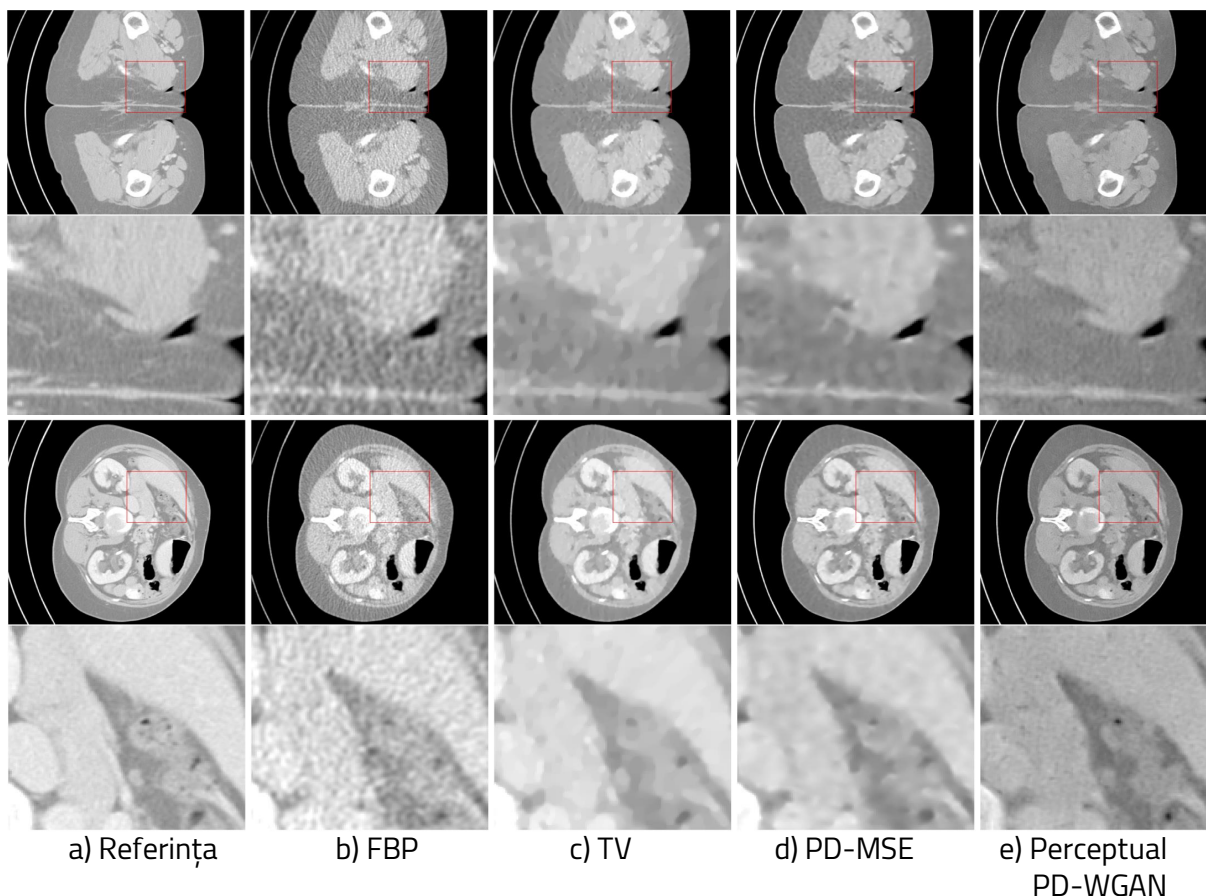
Reconstrucții tomografice cu doză completă: Imagini CT cu secțiunea transversală abdominală, alături de o regiune mărită delimitată de dreptunghiul roșu. Fereastra de afișare este de [-500, 200] HU.
